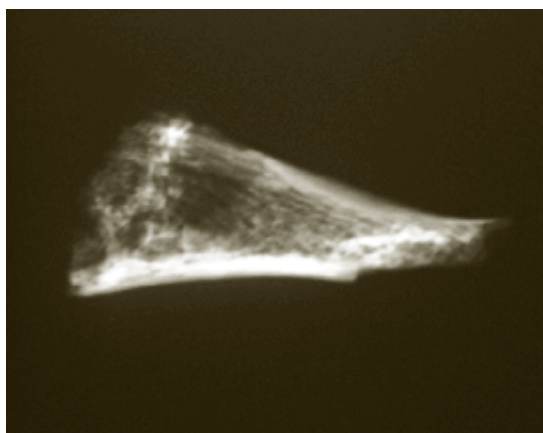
Radiografía del fragmento de la rama púbica
